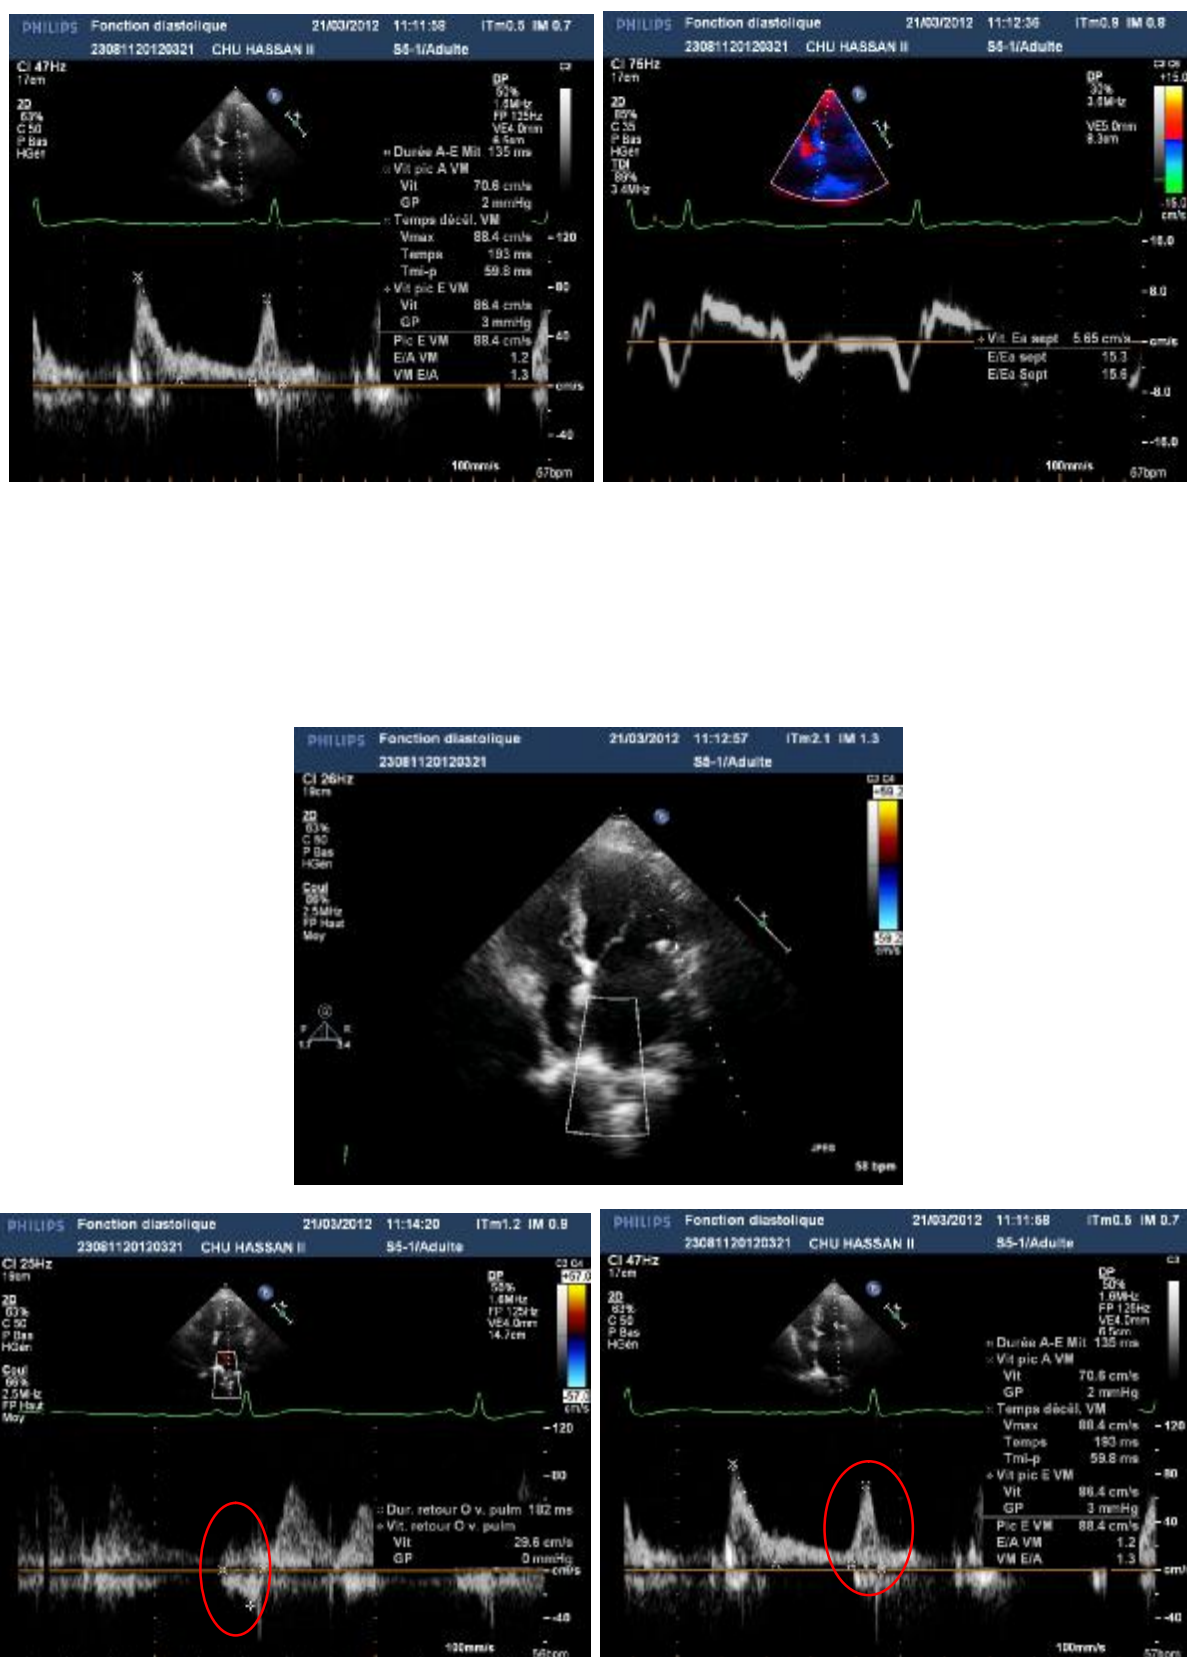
Paramètres Doppler objectivant des pressions de remplissage élevées
